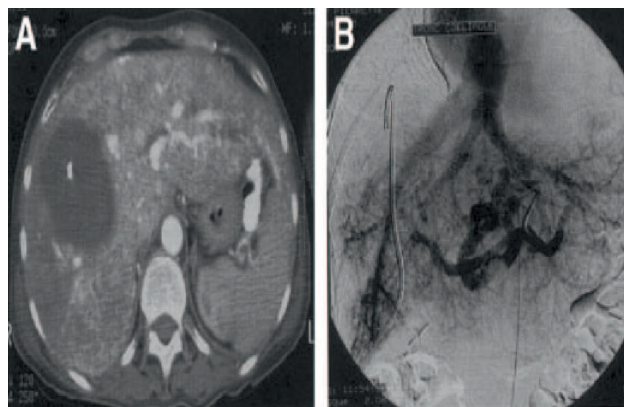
(A) Tomografía computada abdominal con contraste EV muestra un bilioma intrahepático y refuerzo heterogéneo difuso del parénquima hepático. (B) Angiografía de la arteria hepática muestra una arteria hepática aumentada de tamaño y venas hepáticas con opacificación temprana. (Tomado de Liver Transplantation, Vol 11(7), 2005).
